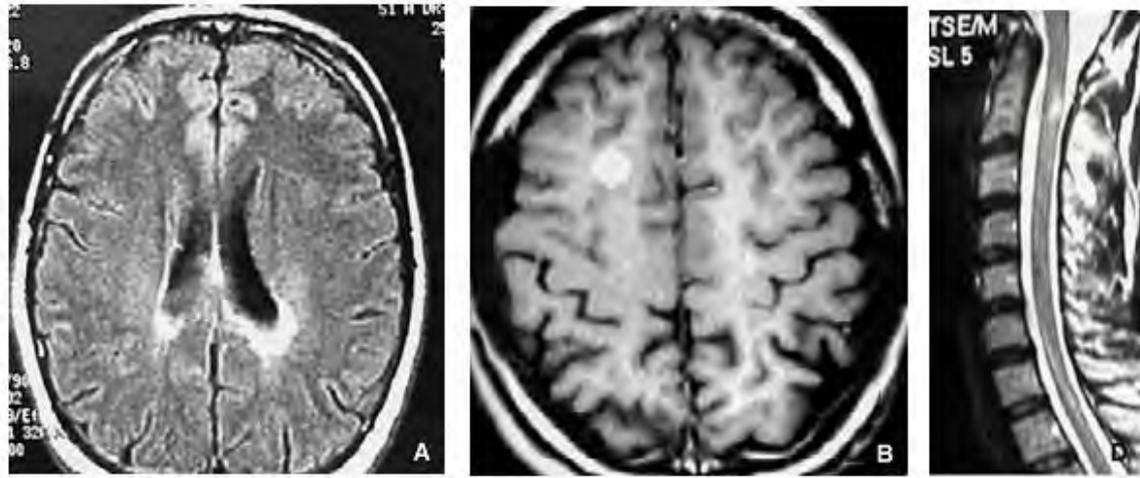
Images IRM d'un patient atteint de SEP : lésions en hypersignal (à gauche), lésion rehaussée après injection de gadolinium (au centre) et hypersignal intramédullaire (à droite) (14)
